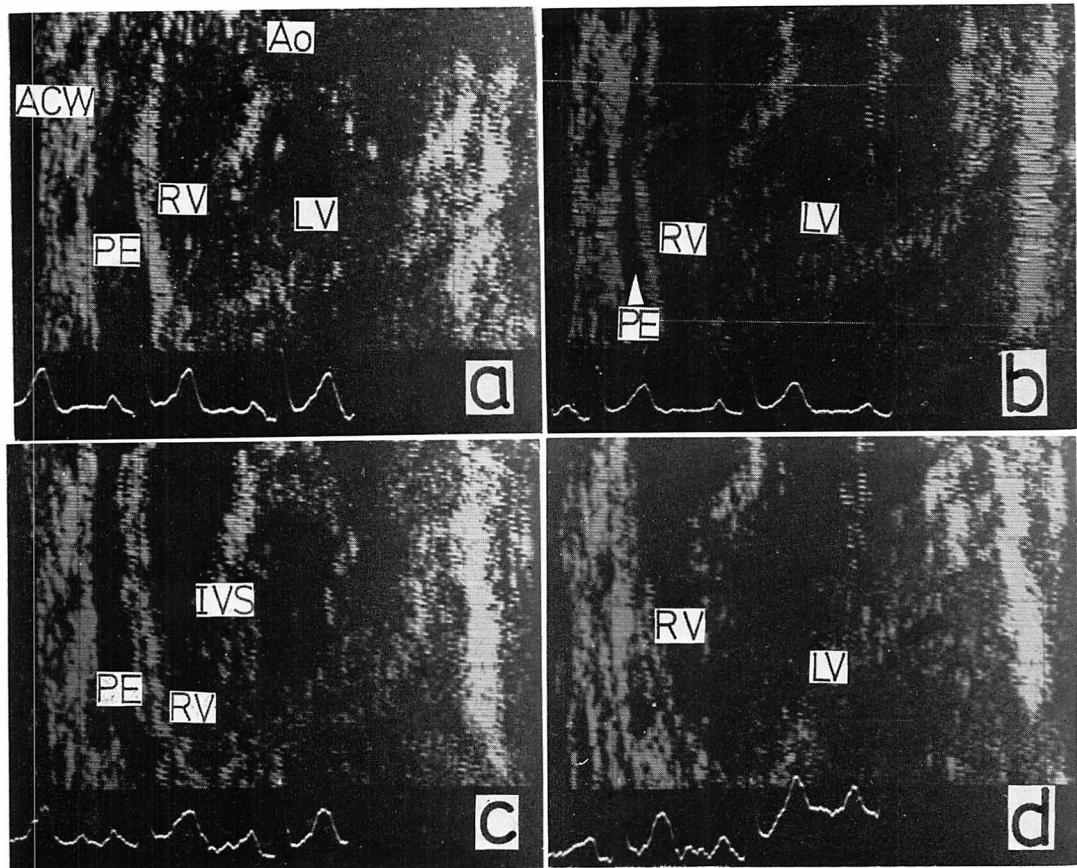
Ultrasono-cardiotomograms from a patient with pericardial effusion.
